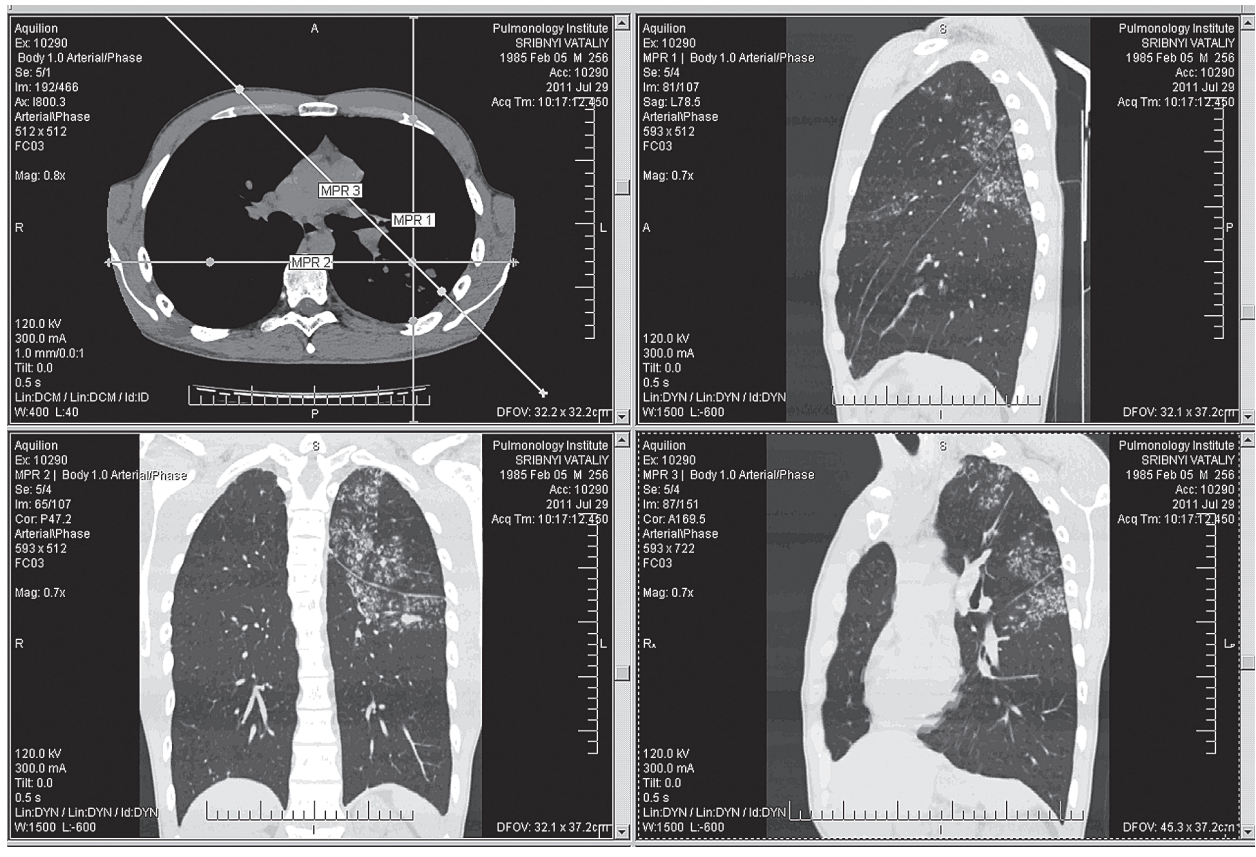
МСКТ хворого С. до лікування
